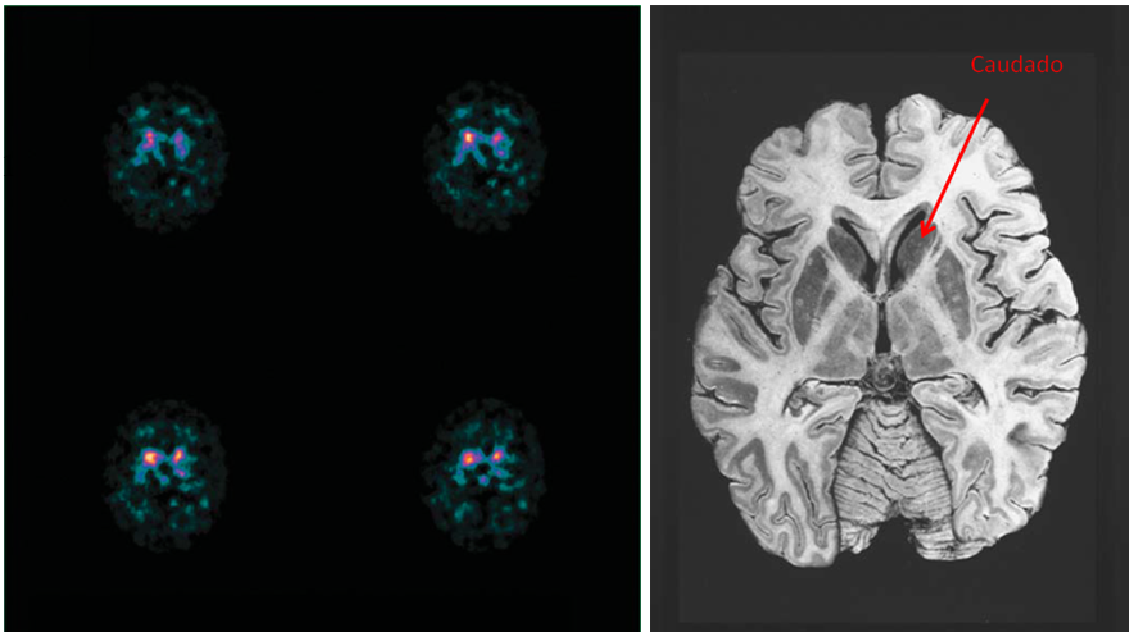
SPECT cerebral con ^{123}I -FP-CIT normal alterado.
